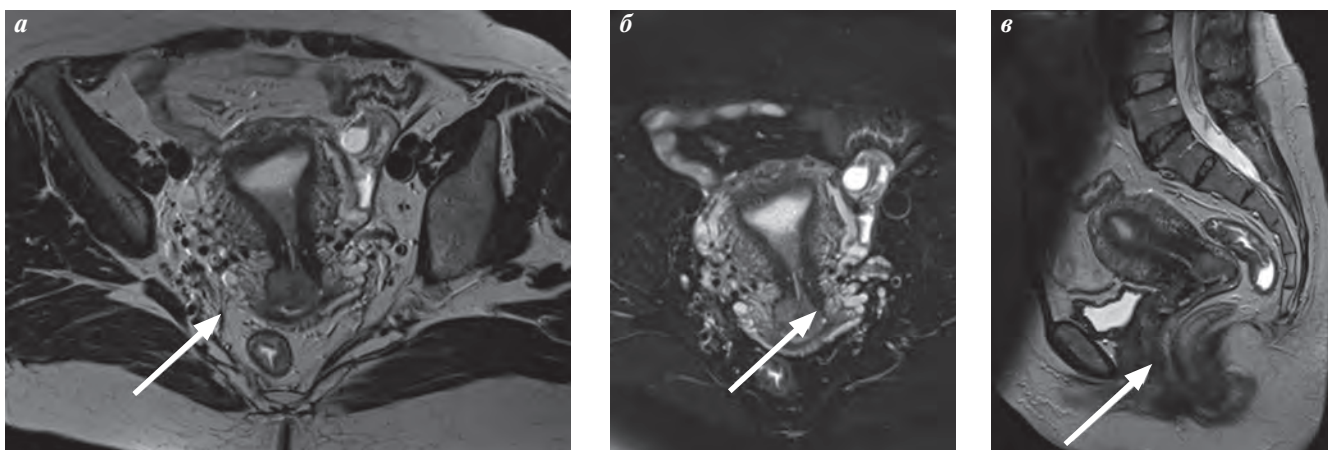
Пациентка Р., РШМ, стадия IB2; на T2-ВИ (а) и T2-ВИ с подавлением МРТ-сигнала жировой ткани в аксиальной (б) и сагиттальной (в) плоскостях в задней губе шейки матки определяется опухоль (указано стрелкой) солидной структуры с умеренно интенсивным МРТ-сигналом по отношению к прилежащей строме
